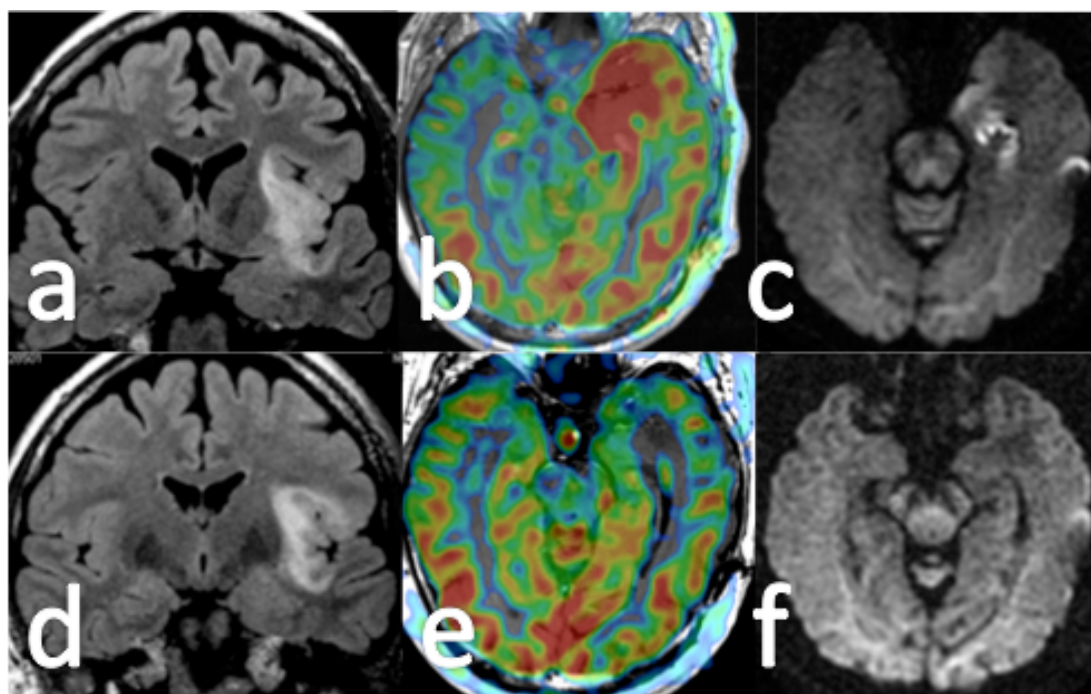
Status* epiléptico en paciente con glioma frontotemporal izquierdo. En la fila superior se observan imágenes durante el *status*. La secuencia FLAIR muestra un área de hiperintensidad afectando a la ínsula izquierda y parcialmente a los lóbulos frontal y temporal (a). El estudio de perfusión (b) muestra marcadamente aumento del volumen sanguíneo regional temporal medial izquierdo y en el estudio de difusión (c) se observa hiperintensidad en hipocampo izquierdo y en región medial del polo temporal en relación con edema postcrítico. En la fila inferior se observan las imágenes correspondientes a la misma técnica y localización una vez resuelto el status. No hay cambios en el estudio estructural. El estudio de perfusión muestra disminución del flujo sanguíneo regional y en el estudio de difusión se observa discreta hipointensidad que indica resolución del edema postcrítico.
